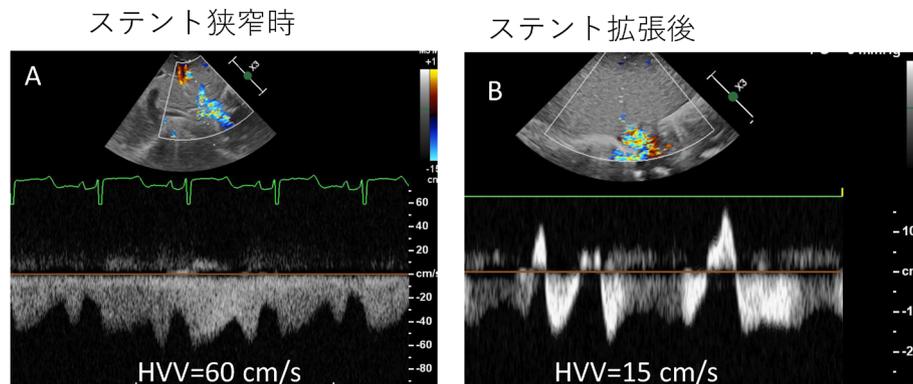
肝静脈血流 (Pulse Doppler)
